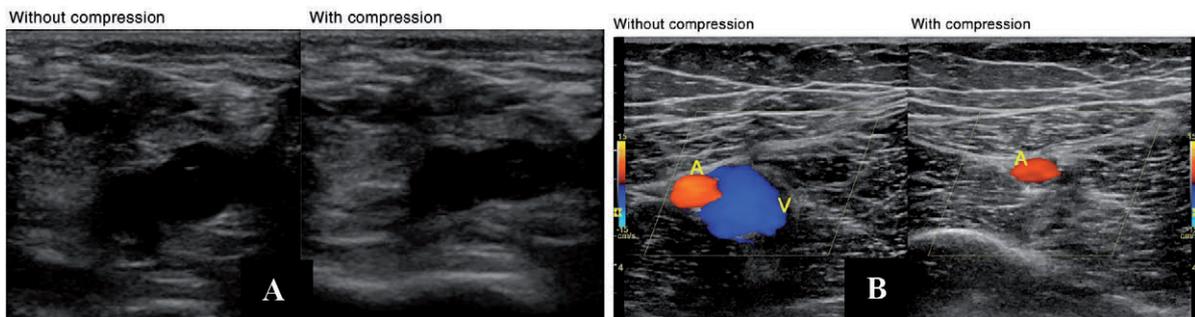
Semeiologia ecografica della trombosi. A) Trombosi venosa: alla compressione della sonda le superfici della vena con collabiscono. B) Assenza di trombosi, alla pressione esercitata dalla sonda la vena si chiude.
